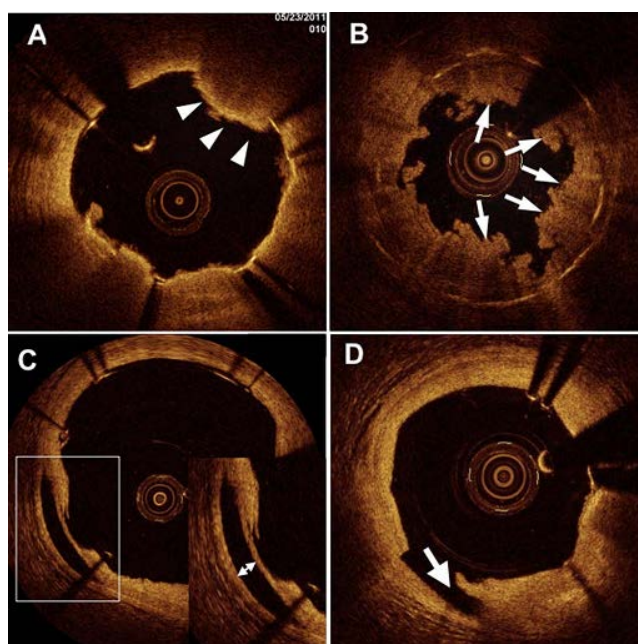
ОКТ-снимки протрузии ткани, тромбоза стента и диссекции: А - протрузия ткани в месте ее выбухания в просвет сосуда (отмечено белыми стрелками); В - образование белого тромба (белые стрелки) сразу после установки сиролимус-элюирующего стента, установленного поверх липидной бляшки; С - диссекция внутри стента (полость (отмечено стрелкой) образовалась в месте разрыва поверхности сосуда); D – краевая диссекция стента (отмечено стрелкой)
